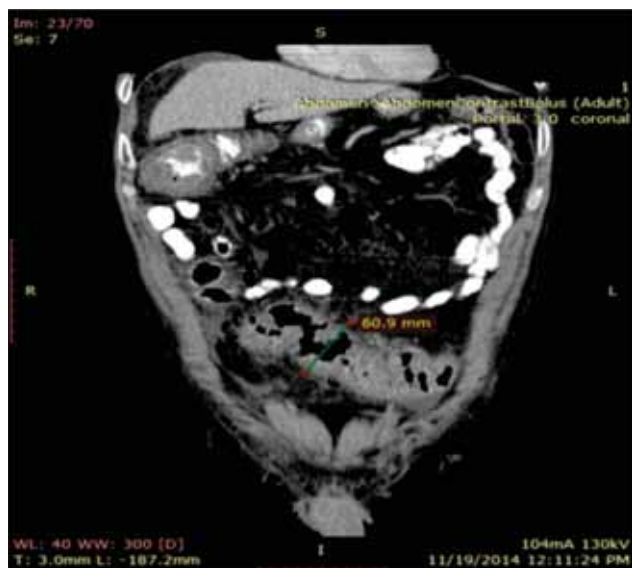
Imagine de computer tomograf abdominal – colon sigmoid, diametru 60,9 mm (secțiune coronală) (41)
